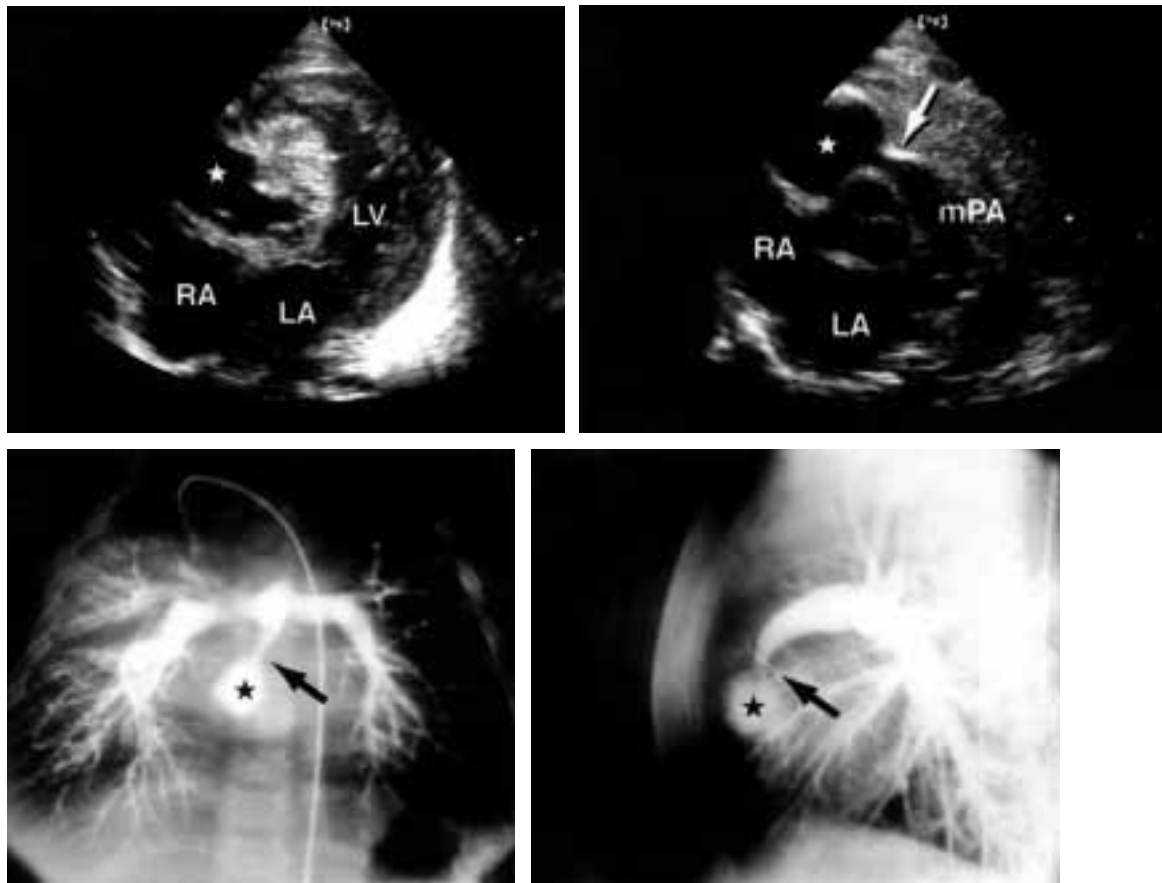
Diagnosis of dysplastic right ventricle and absence of the pulmonary valve by two-dimensional echocardiography and angiography.
